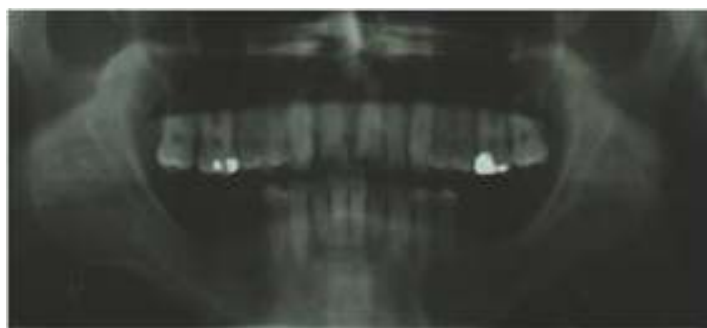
Exames complementares (raio x panorâmico e tomografia computadorizada).
